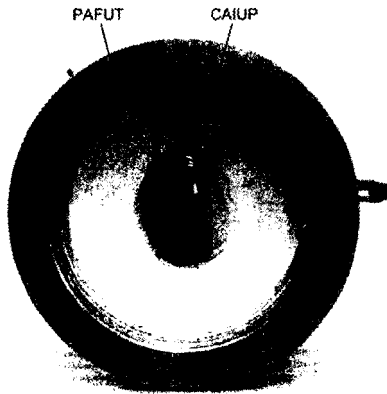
다기능 초음파 변환기 MUT의 외관 사진
